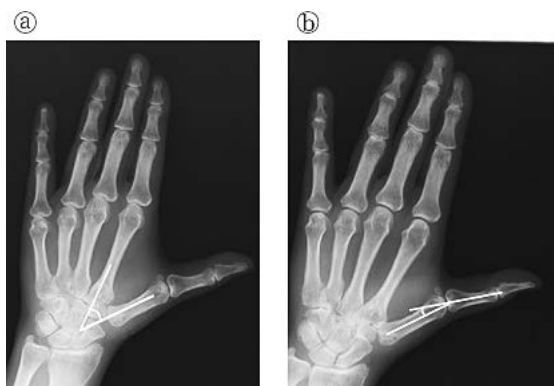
術後1年6か月の機能的X線写真。(a) 自動橈側外転角度は42.4度に増加していた。(b) MP 関節伸展角度は15.8度であった。
